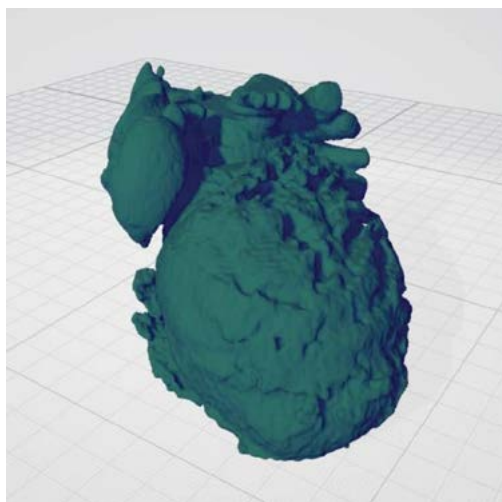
Компьютерное моделирование фантома сердца по данным МСКТ сердца пациента с контрастированием
